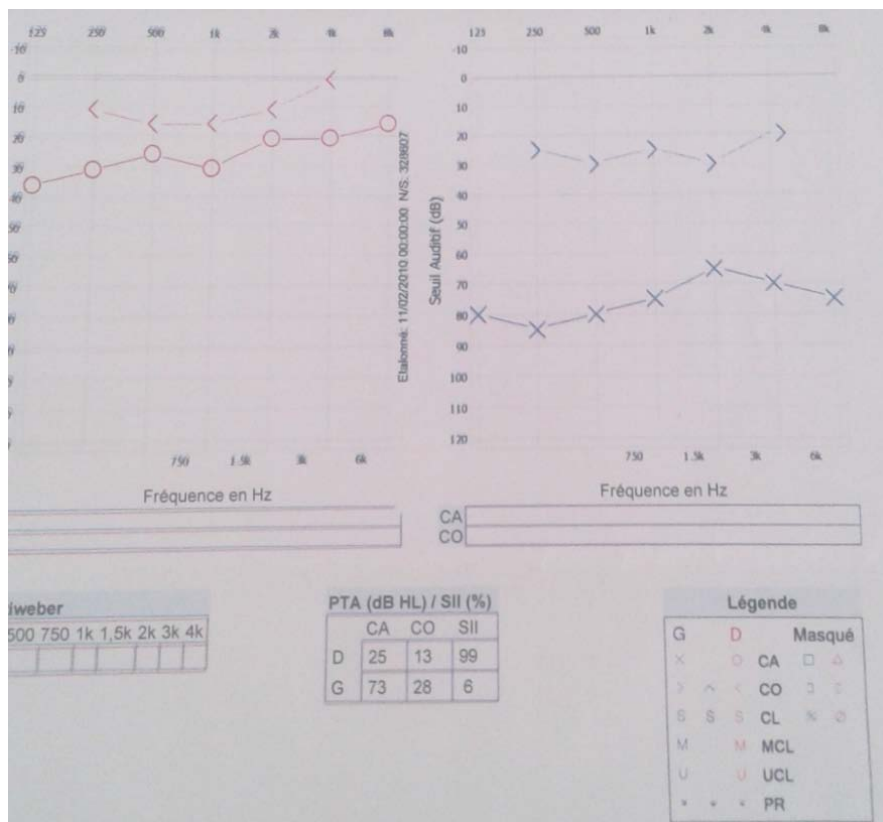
Surdit  mixte de l'OG avec RM de 65db.
